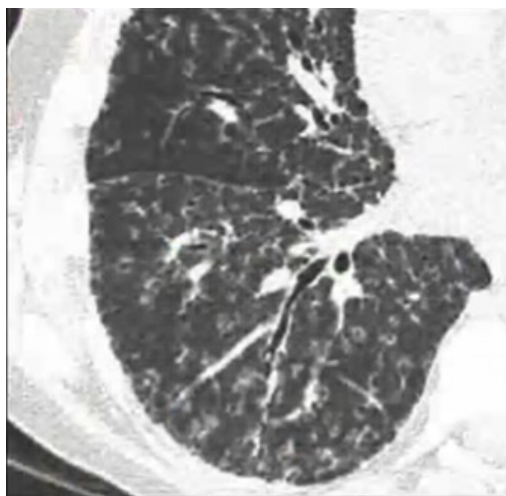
Взятая из открытых источников рентгенограмма туберкулеза легких
